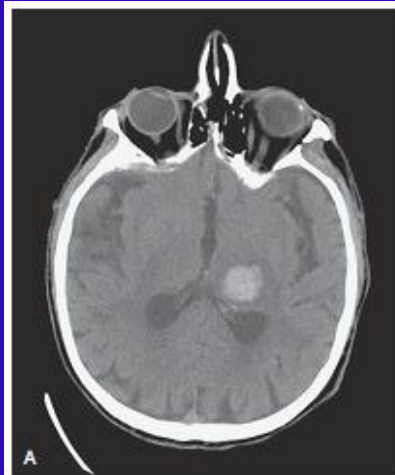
Acute left thalamic intracerebral hemorrhage imaged by (A) CT scan, (B) T2-weighted MRI scan, and (C) T2* (GRE) MRI scan.
